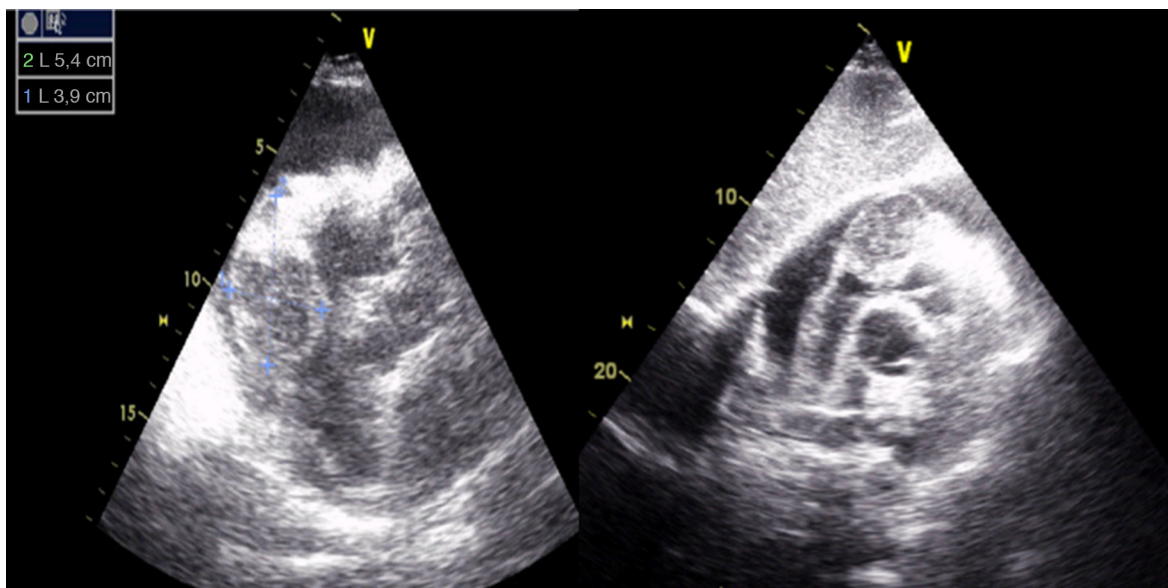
Imagem de ecocardiografia bidimensional transtorácica em plano subcostal, mostrando um volumoso derrame pericárdico circunferencial e a existência de uma massa de aspeto ovalar e heterogéneo com 54 × 39 mm a nível do sulco auriculoventricular direito e que estava associada a espessamento da parede livre do ventrículo direito.
